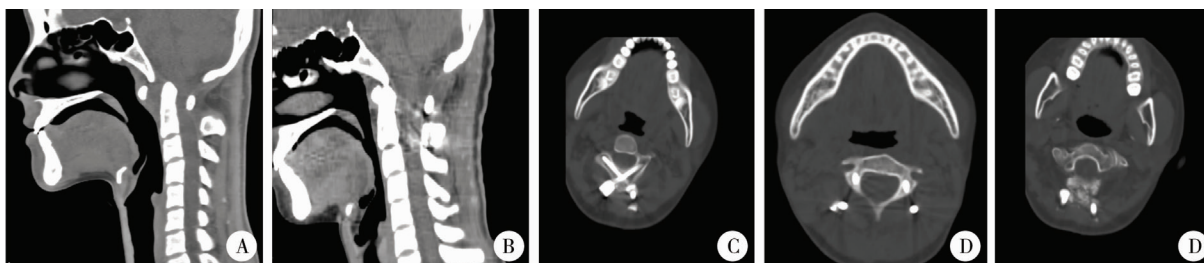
A:术前CT矢状位:示寰齿间距分离;B:术后CT矢状位:示寰齿间距缩小;C:椎板螺钉轨迹;D:椎弓根螺钉轨迹;E:骨质愈合情况:示骨性结构形成
